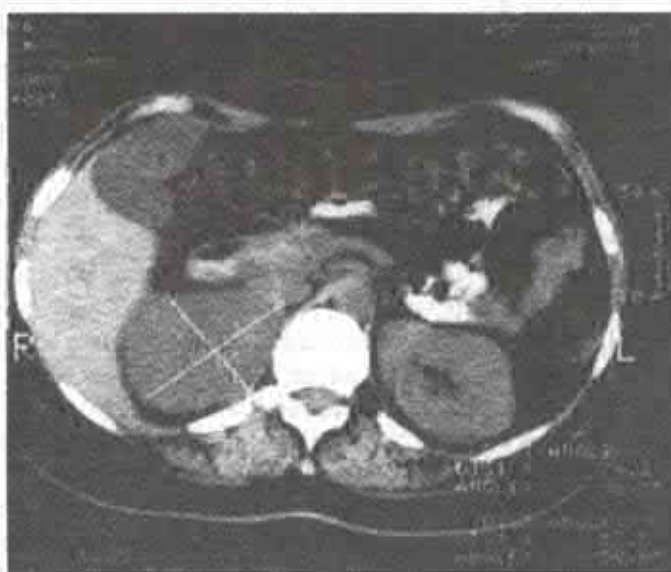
Tomografie computerizată. Tumoră a suprașuprarenalei drepte (caz clinic propriu).
